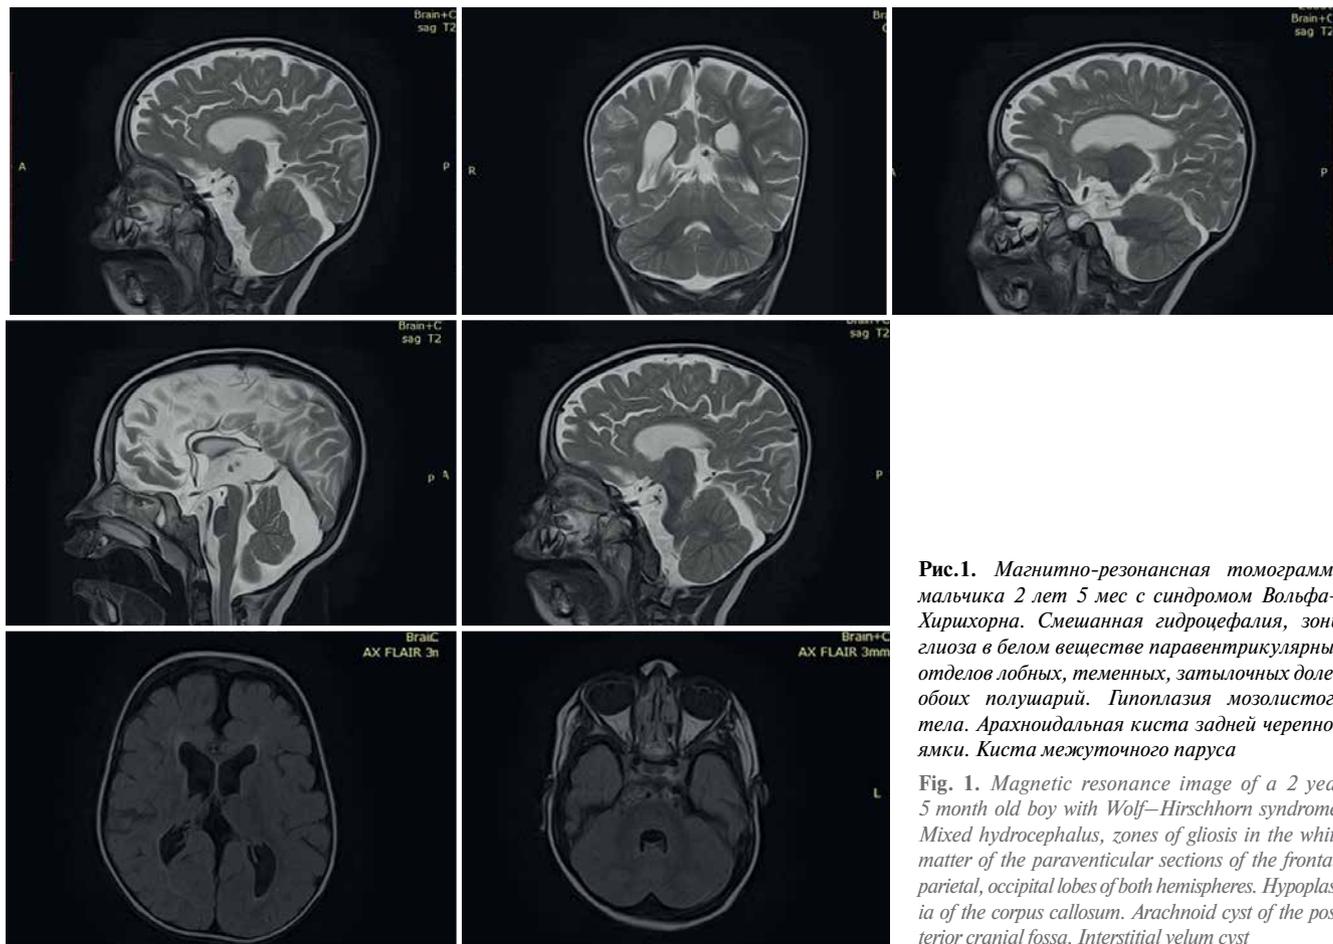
Магнитно-резонансная томограмма мальчика 2 лет 5 мес с синдромом Вольфа–Хирихорна. Смешанная гидроцефалия, зоны глиоза в белом веществе паравентрикулярных отделов лобных, теменных, затылочных долей обеих полушарий. Гипоплазия мозолистого тела. Арахноидальная киста задней черепной ямки. Киста межмозочного паруса
